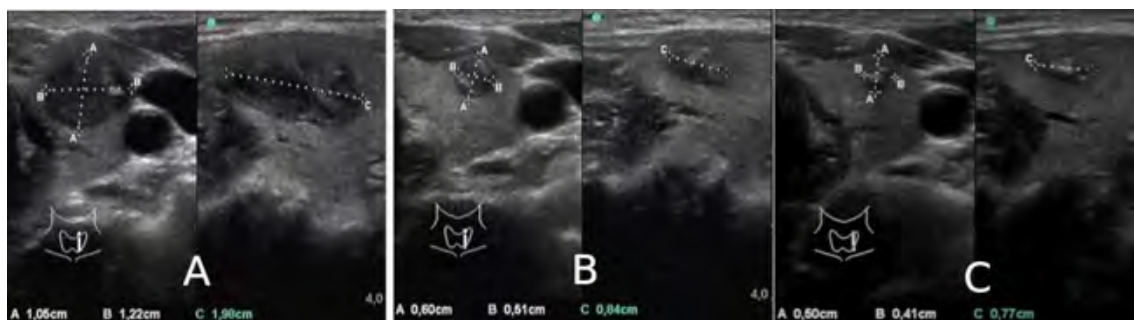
Comparativa y evolución del nódulo tiroideo mediante ecografía: A) inicial; B) 4 meses; C) 6 meses.
